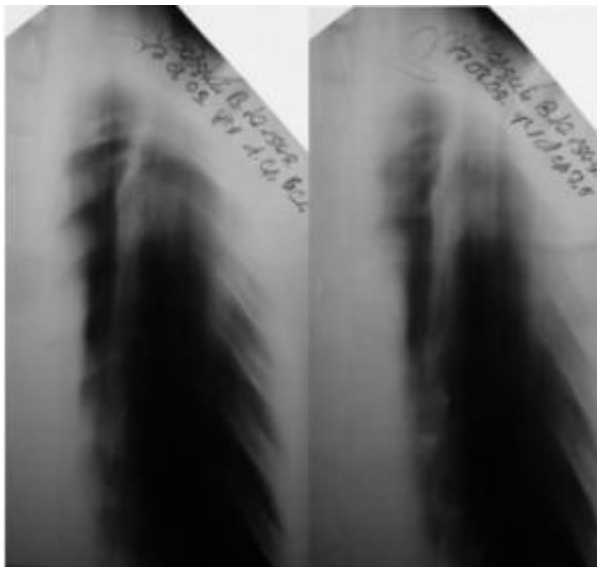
Рентгенологічне обстеження легень від 17.08.09.
